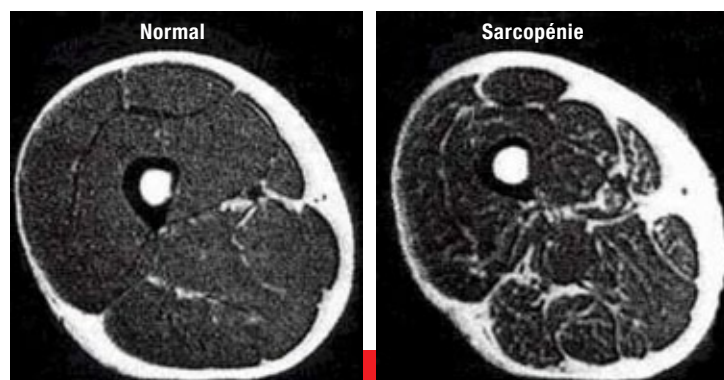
Images par résonance magnétique nucléaire (IRM) en coupes transversales comparatives de deux groupement musculaire (NORMAL versus SARCOPÉNIE).
